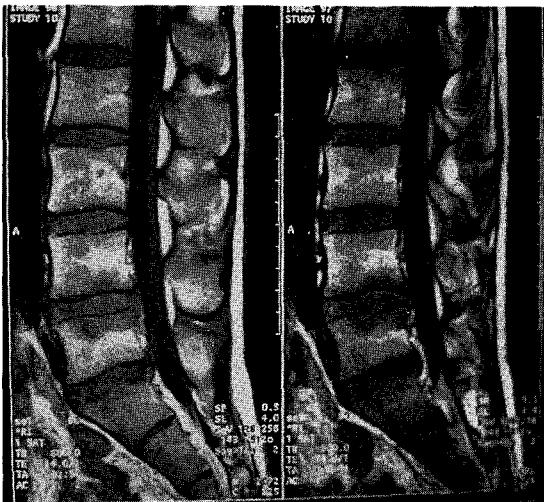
MRI at 3 weeks after procedure demonstrates inflammation at L4-5 disc and associated vertebral body endplates.
